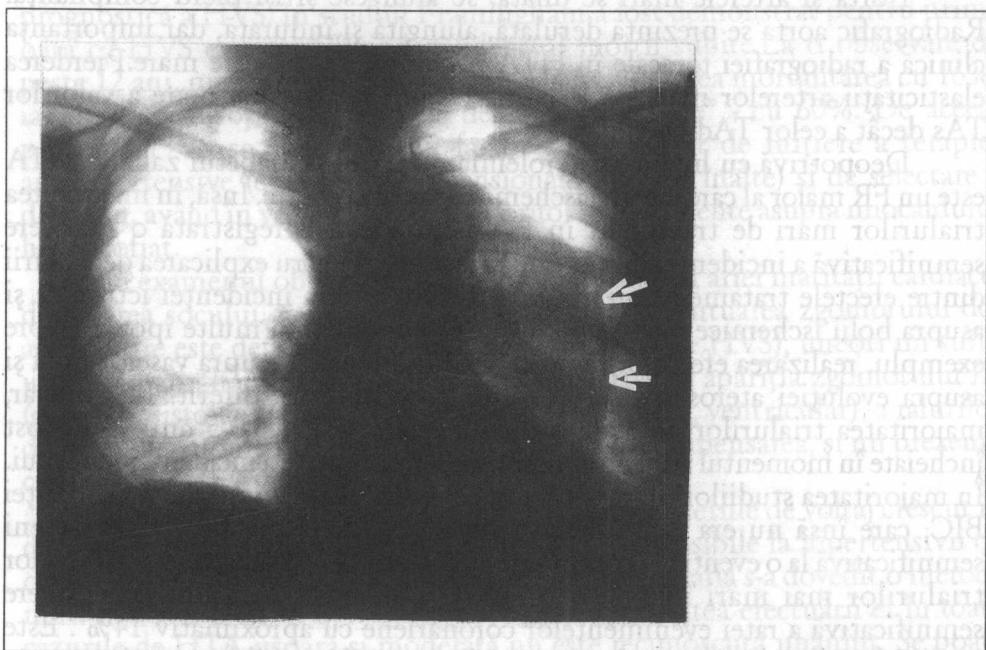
Radiografia toracelui la pacientul S., 58 ani cu disecție de aortă. Se observă dilatarea extremă a mediastinului spre stânga, cauzată de săngele din anevrismul peretelui aortal. (Clinica de cardiologie, doctor în medicină Volneanschi V.)
